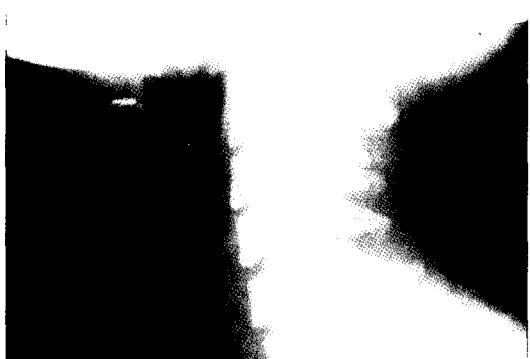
Postoperative Neck X-ray(lateral view) still shows foreign body like opacity in C4-5 level.
